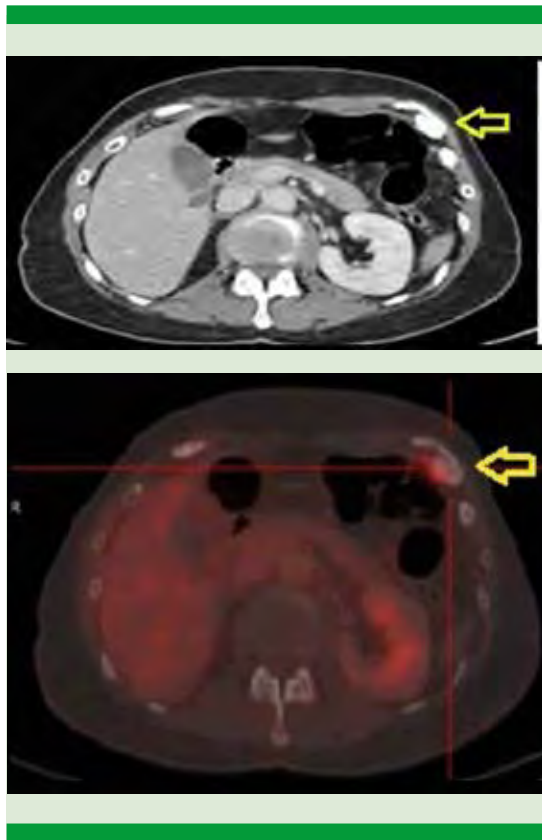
Imagen pseudonodular, heterogénea, parcialmente calcificada e hipermetabólica (SUV máx: 6) en la región posterior del espacio intercostal del séptimo y octavo arcos anteriores izquierdos moderadamente agresiva compatible con el diagnóstico de condrosarcoma de células claras, metastásico o sincrónico.
